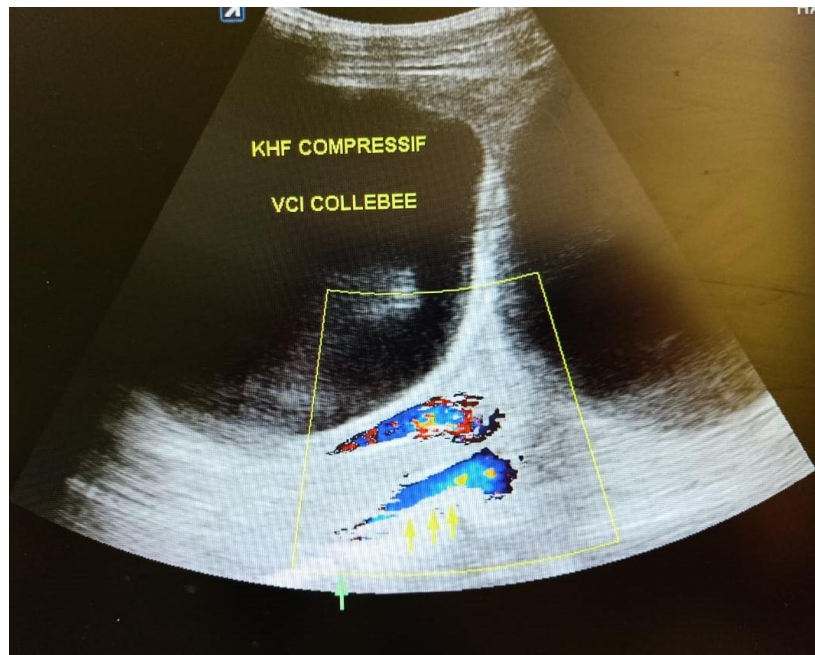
image échographique d'un KHF compressif avec une veine cave inférieure collabée.
